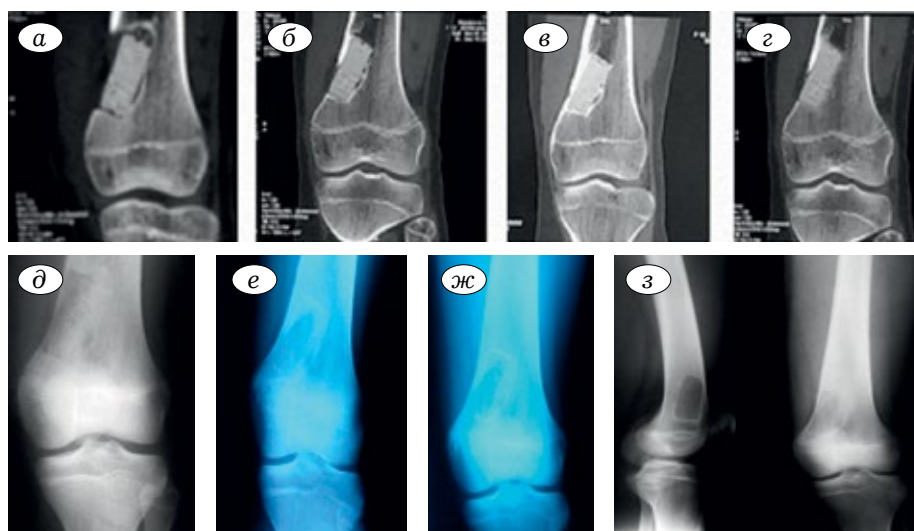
Пациентка К., 18 лет. Диагноз: хондрома дистального отдела бедренной кости. Операция: краевая резекция дистального отдела бедренной кости, изолированное замещение дефекта УНИ. Данные КТ (а-г) и рентгенограммы (д-з) сразу после (а, д), через 3 мес (б, е), 6 мес (в, ж), 12 мес (г, з) после операции.
